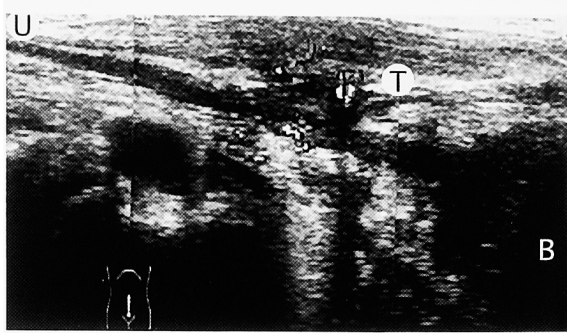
Sagittal panoramic view of the trans-abdominal US revealed a 3.0×2.5 cm mass with a tubular structure extending from the umbilicus to the dome of the bladder beneath the rectal muscle. Color doppler ultrasonography showed hypervascularity areas in the mass. U: umbilicus, T: tumor, B: bladder.
